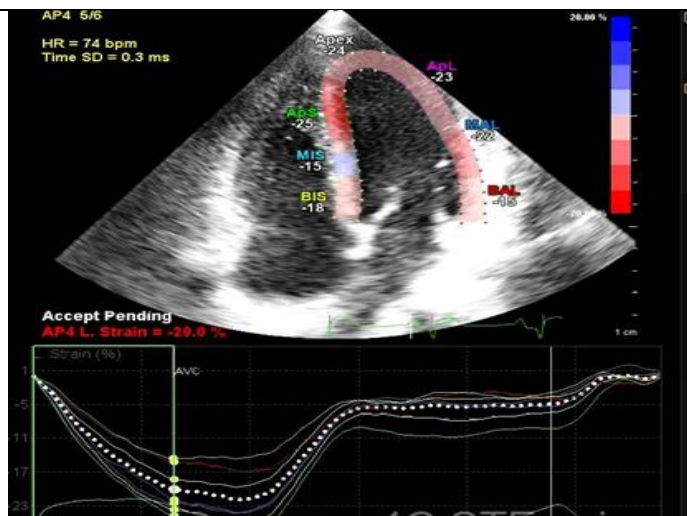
Determinarea regiunii de interes automat de către software-ul de analiză speckle tracking pentru incidența apical 4 camere și curbele de deformare miocardică pentru fiecare segment – în partea de jos a imaginii (imagine din cazuistica Clinicii de Cardiologie a SCJU Târgu Mureș)
